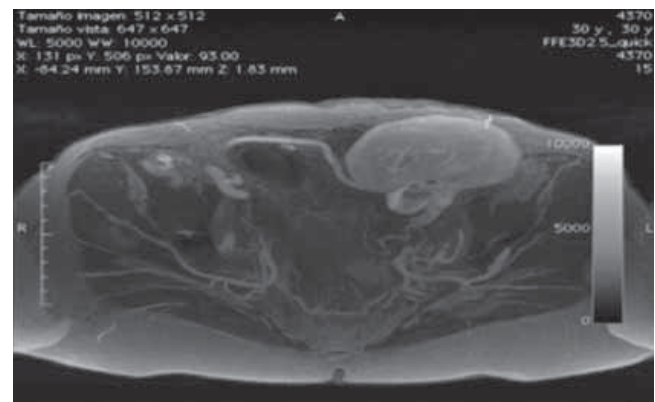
Angiorresonancia de injerto renal. Prótesis de PTFE, visión del puente iliacorrenal, se aprecia la buena adaptación de las prótesis anastomosadas a la arteria ilíaca externa derecha y la arteria renal.
